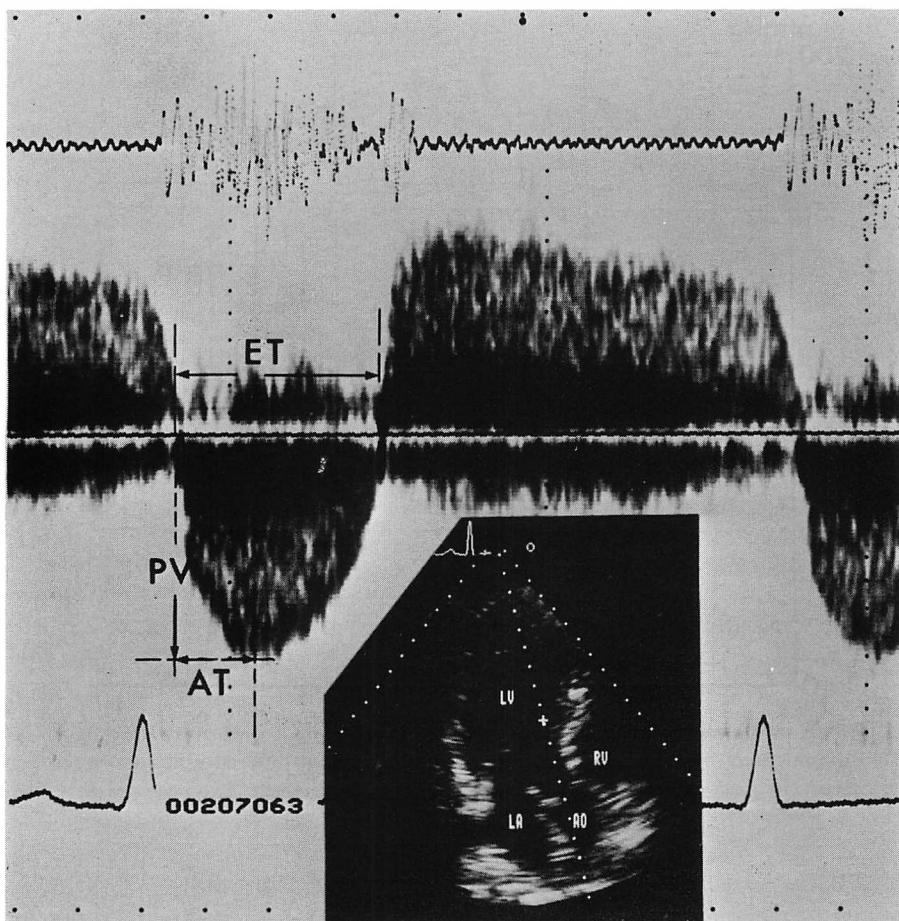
Two-dimensional and Doppler echocardiograms showing the method of measurements.
